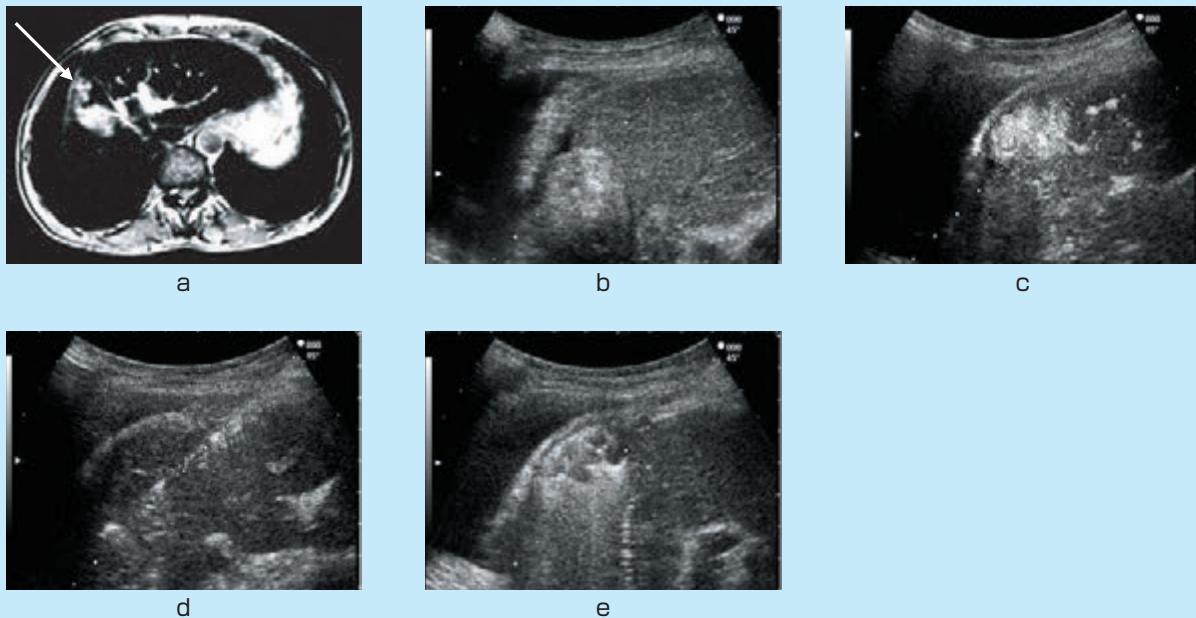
超音波で描出できない肝細胞癌に対する造影エコーガイド下RFA
